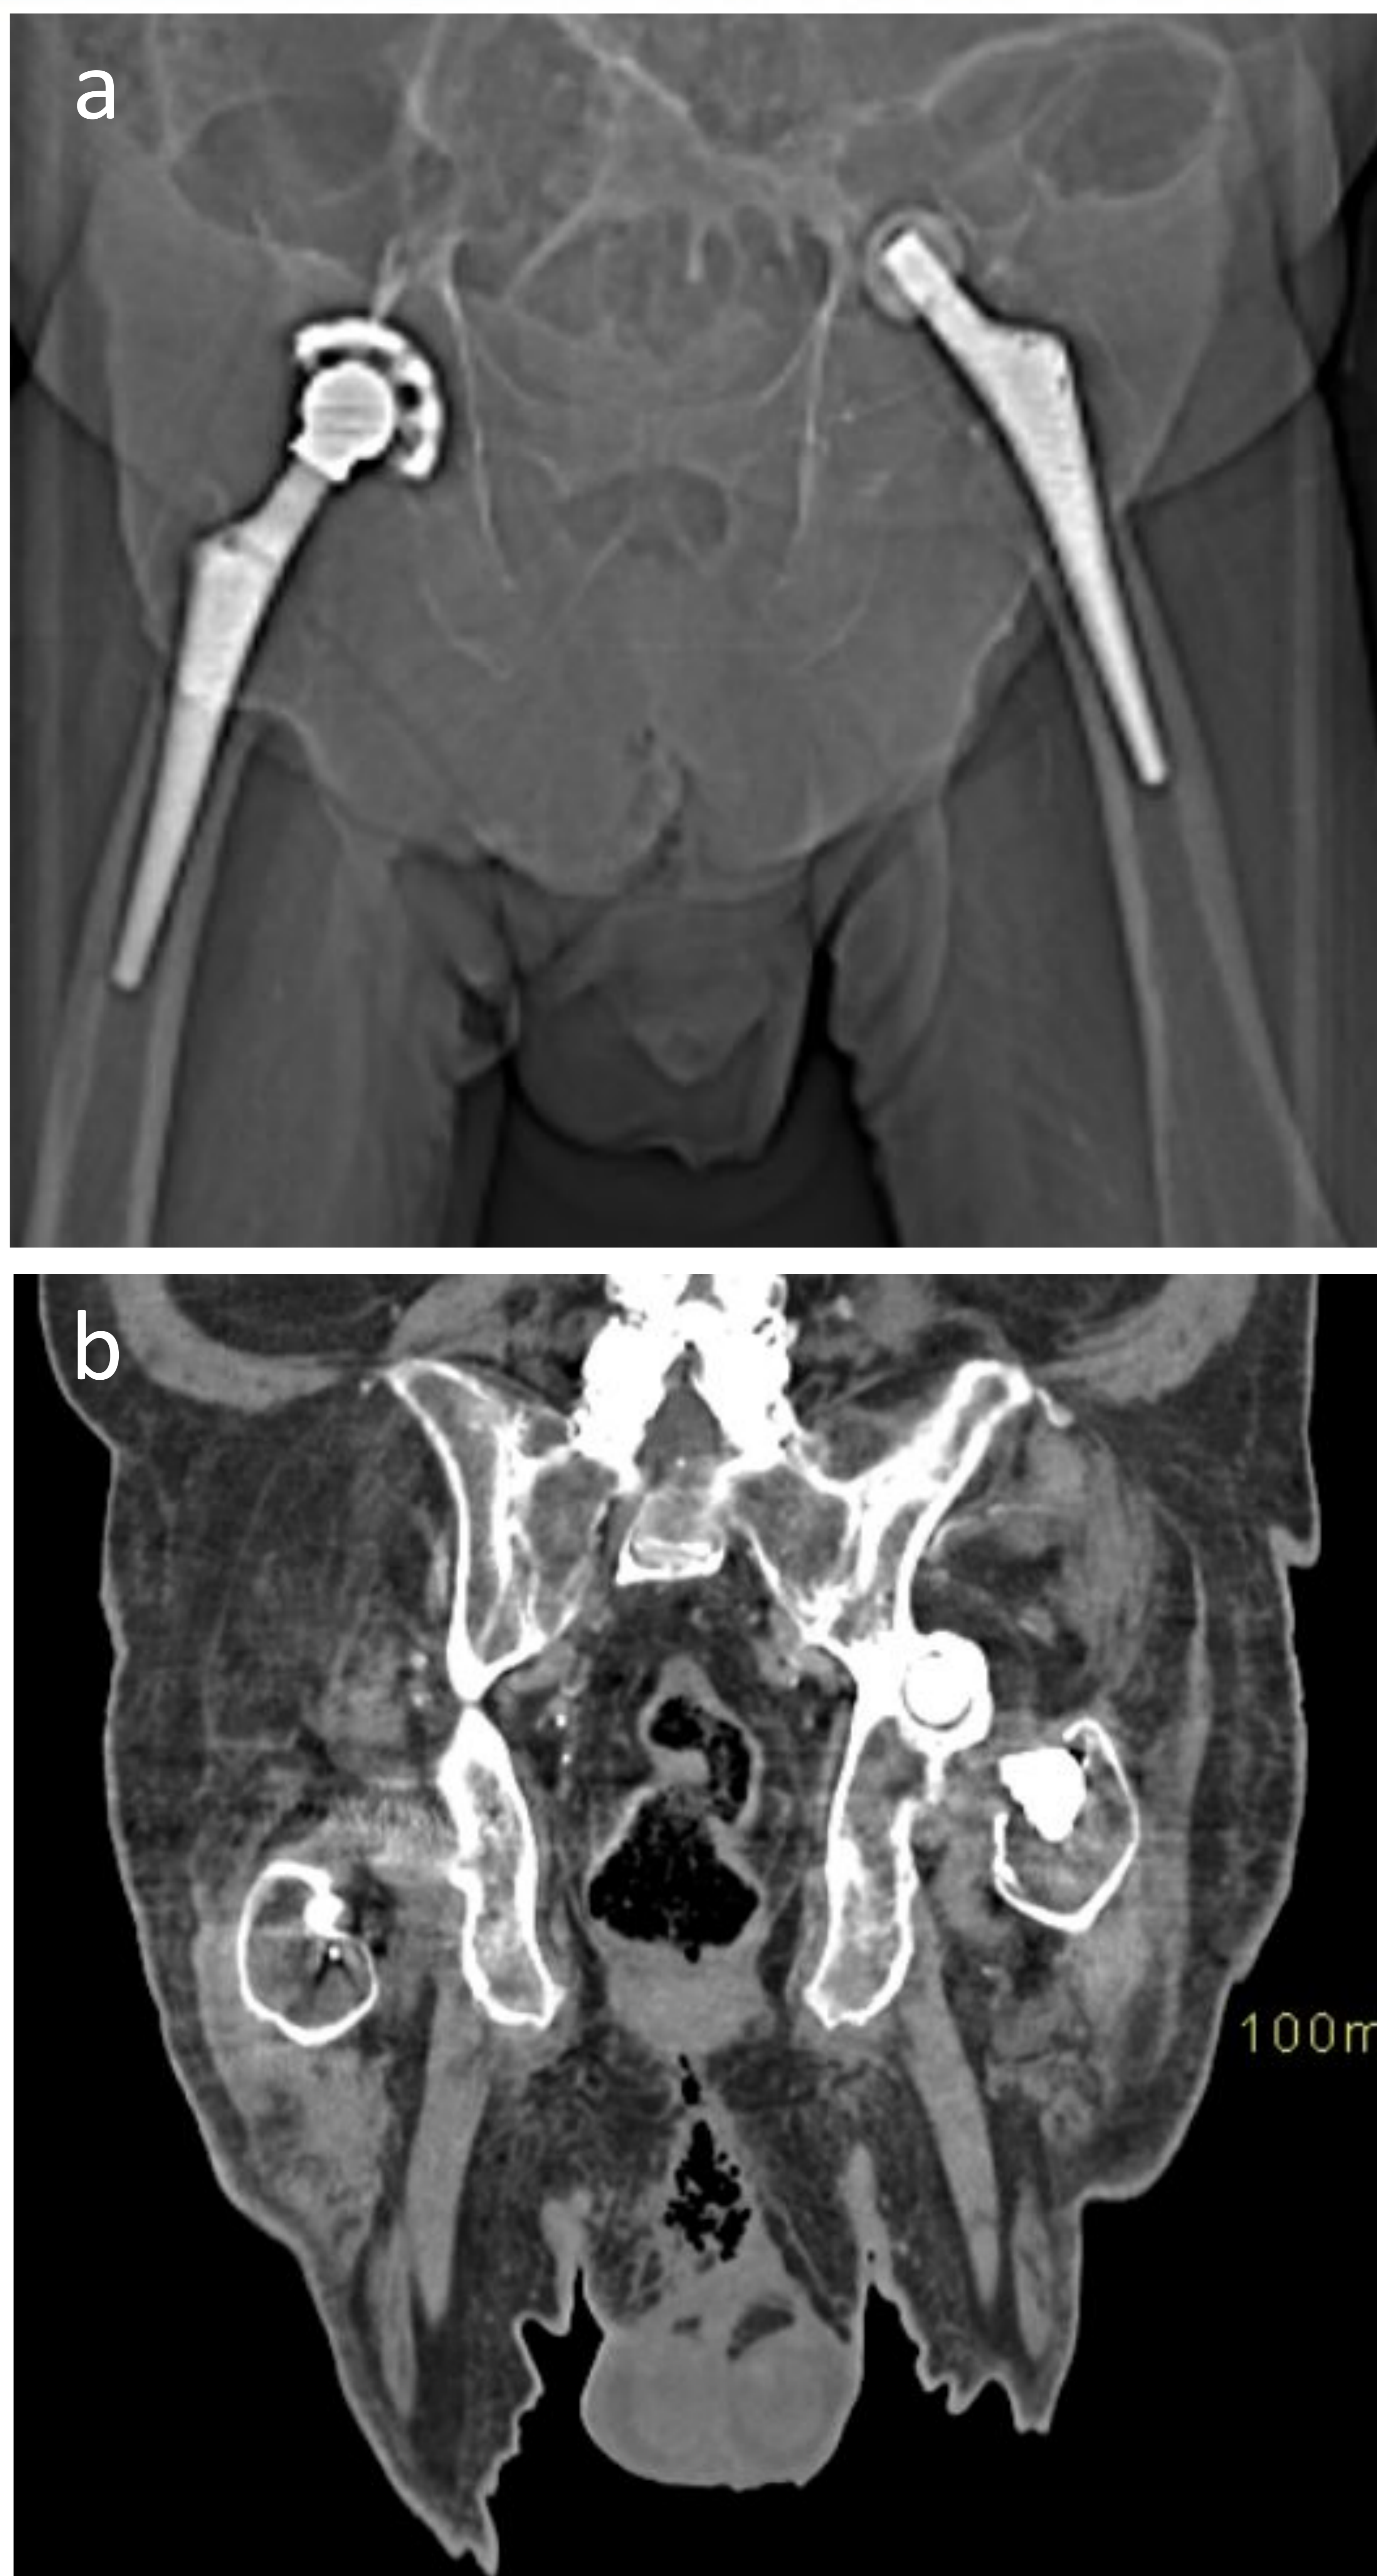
(a,b). Infección enfisematosa en la región perineal en una mujer diabética de 89 años sin claros abscesos asociados. Radiografía convencional en la que ya se observa la presencia de gas (a) e imagen TC (b).
